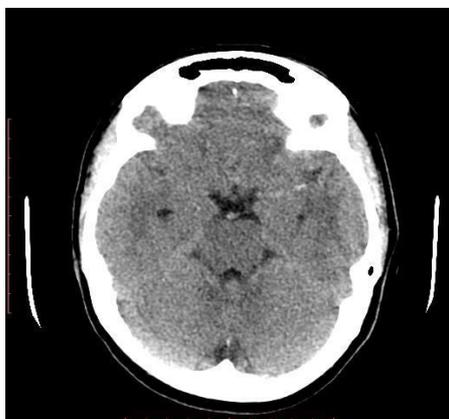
Нативное КТ исследование. Косвенный признак наличия тромба в просвете артерии – гиперденсивность левой СМА
